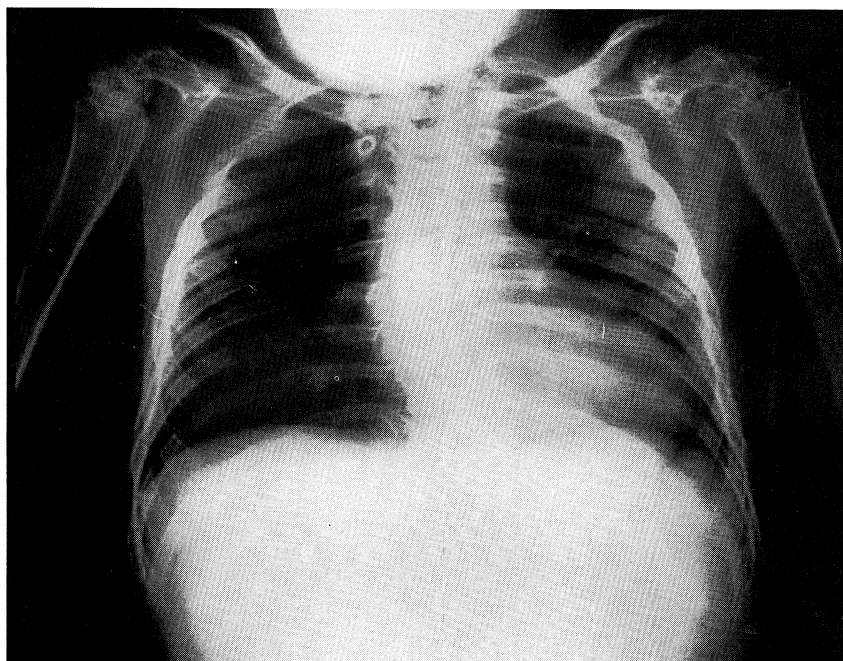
Chest x-ray on admission shows cardiomegaly, deviation of the heart and scoliosis.
